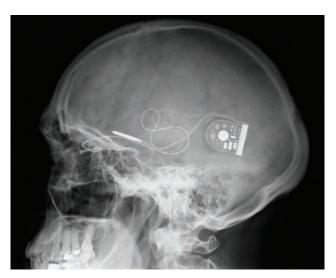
Radiografía lateral de cráneo mostrando el implante.
